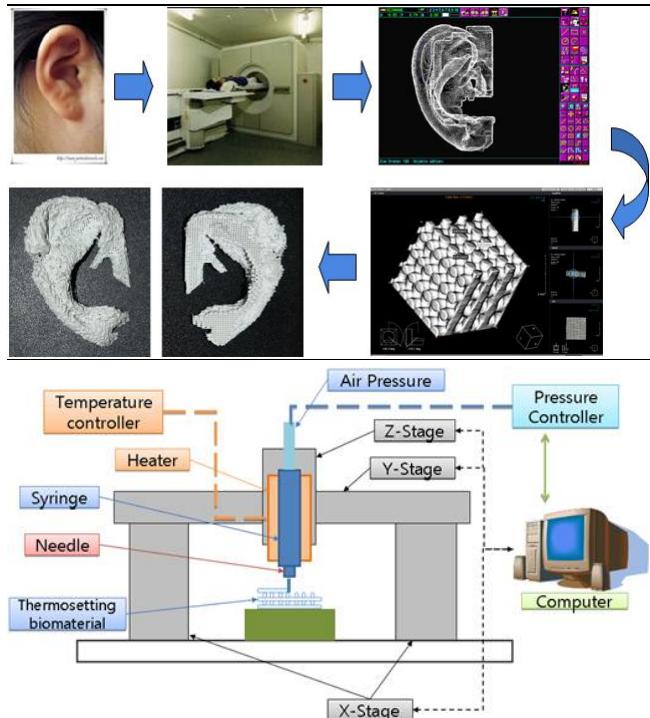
바이오 플로터를 이용한 귀모양의 지지체 제작과정: 국내에서는 한국기계연구원에서 용융 타입의 바이오플로팅 장비를 개발하여 연구가 활발히 진행되어지고 있음. 이러한 장비를 이용하여 사고나 질병에 의해 소실된 인체부위를 원상태의 모습과 유사한 지지체를 제작할 수 있음. CT와 같은 영상시스템을 이용하여 소실부 부위의 이미지를 얻어낸 후, 이미지 파일을 기반으로 플로팅 장비에서 똑같은 모양의 지지체 제조가 가능.⁴⁸
